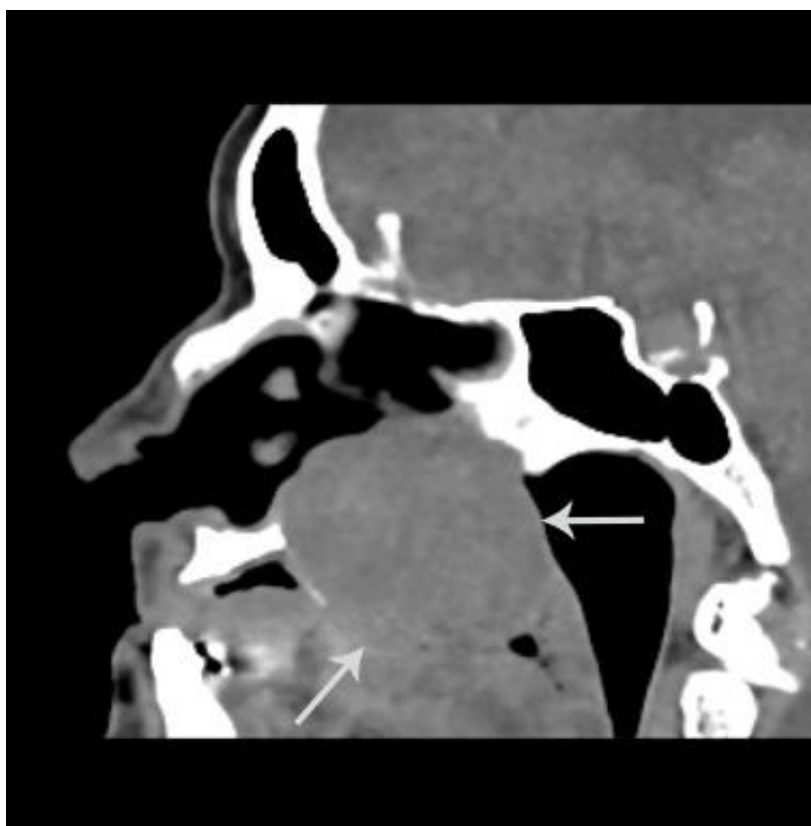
Компьютерная томограмма тканей ротовой полости в сагиттальной проекции, без внутривенного контрастирования. Рак твердого неба. В проекции твердого неба визуализируется дополнительная ткань, округлой формы, с четкими контурами (стрелки), средней плотностью +43НУ (min/max +35...+59НУ), разрушающая и замещающая костные прилежащие структуры.
